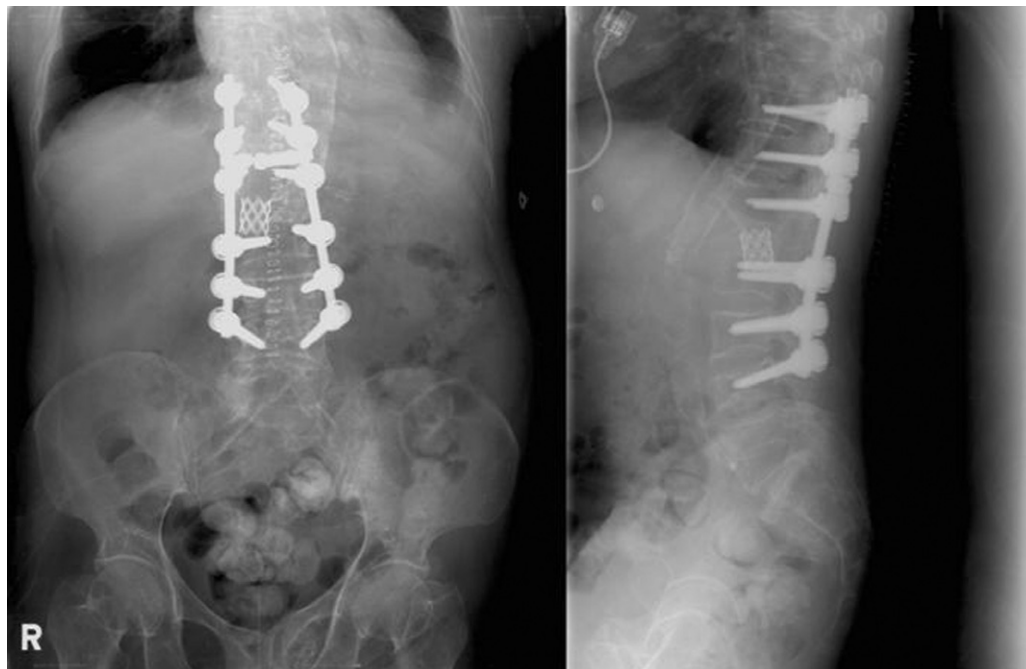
Postoperative plain radiography showed significant improvement of the kyphotic deformity and sagittal balance.
